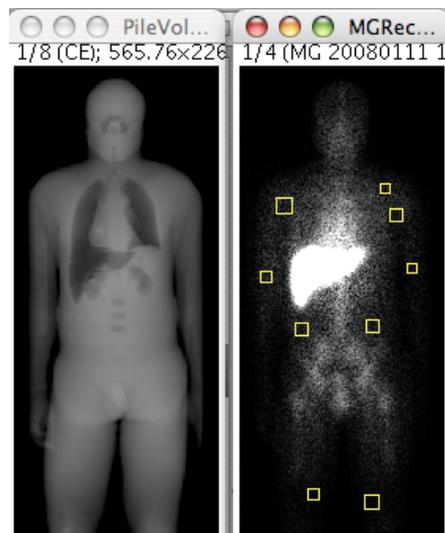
Exemple de positionnement de multiples régions d'intérêt. Ces régions d'intérêt sont disposées dans des zones ne présentant pas de fixations apparentes sur l'image scintigraphique et ne se projetant pas dans les empreintes laissées par les organes sur l'image de compartiment de bruit de fond. Les 2 images sont parfaitement recalées spatialement.
